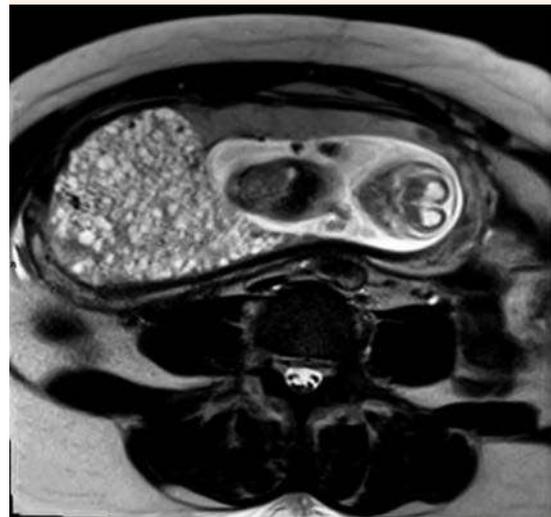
Resonancia magnética, corte axial, que muestra los límites de ambas placentas.
